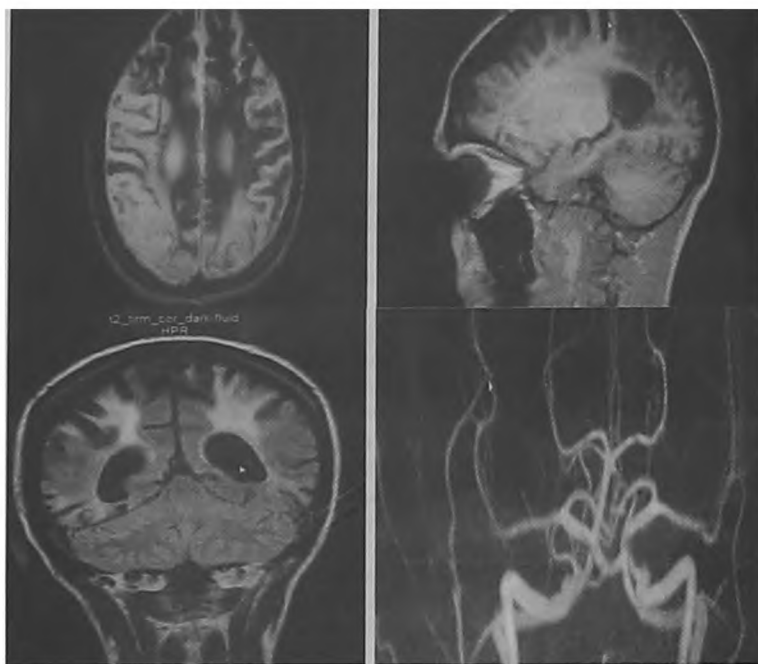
МРТ головного мозга и МРТ-ангиография пациентки С., 2016г.
